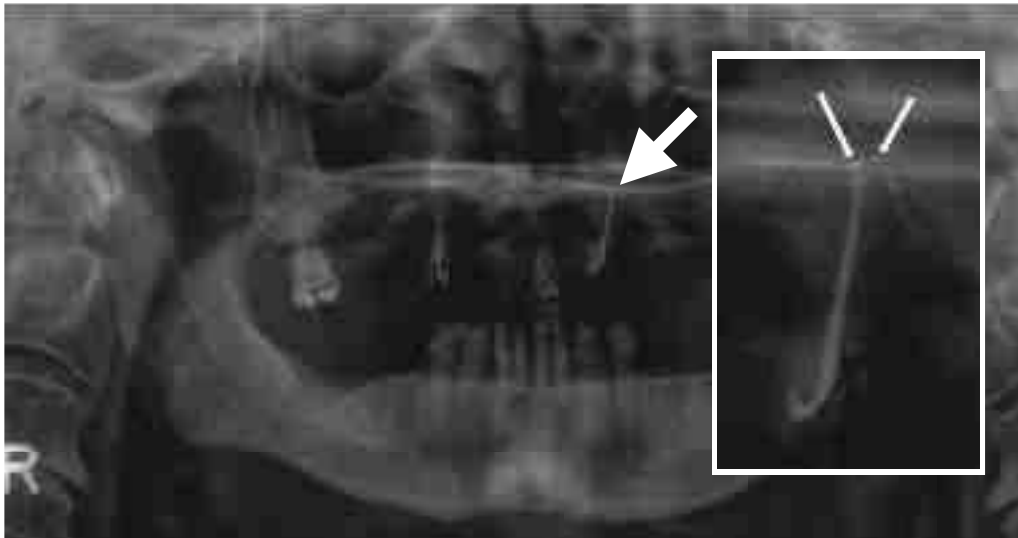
Orthopantomogramme ante mortem présentant la 23 avec un dépassement de pâte en rapport étroit avec le sinus maxillaire gauche¹³⁷
